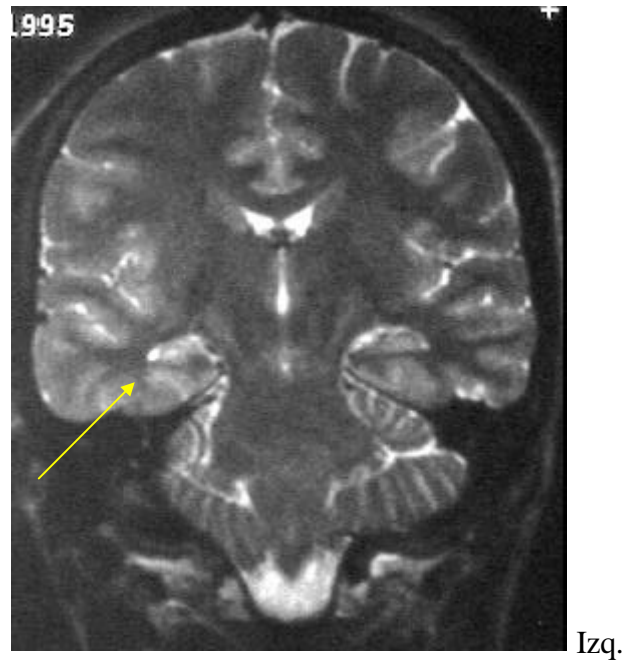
Resonancia magnética de un paciente con CPC temporales derechas. Se presenta un corte paralelo al eje menor del temporal potenciado en T2. La región temporal mesial derecha (hipocampo) se representa con un aumento de señal por una esclerosiis mesial temporal (flexa).
